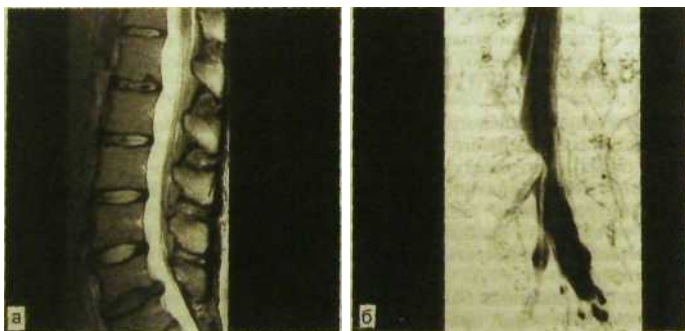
Ш.210. Магнитно-резонансные томограммы позвоночника и спинного мозга.
